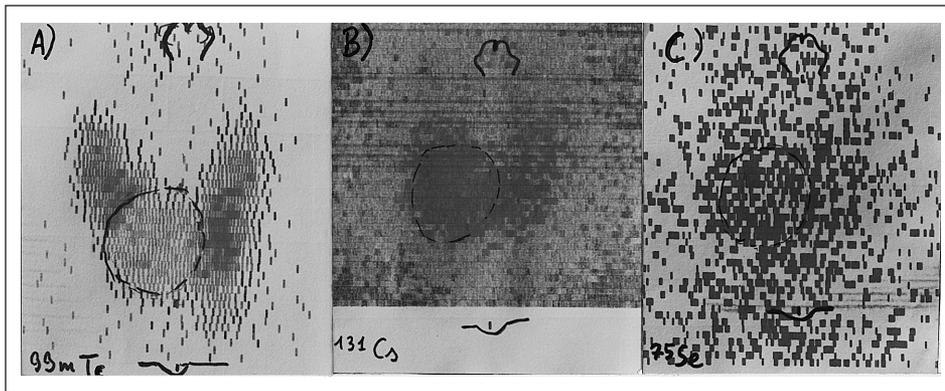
Caso di adenoma paratiroideo inf dx. a) la scintigrafia con ^{99m}Tc evidenzia un nodo privo di captazione nella metà inferiore del lobo dx; b) alla scintigrafia con ^{131}Cs il nodo dimostra elevata captazione; c) stesso paziente, scintigrafia con Se-metionina, l'adenoma Pt inferiore dx è riconoscibile con qualche difficoltà
